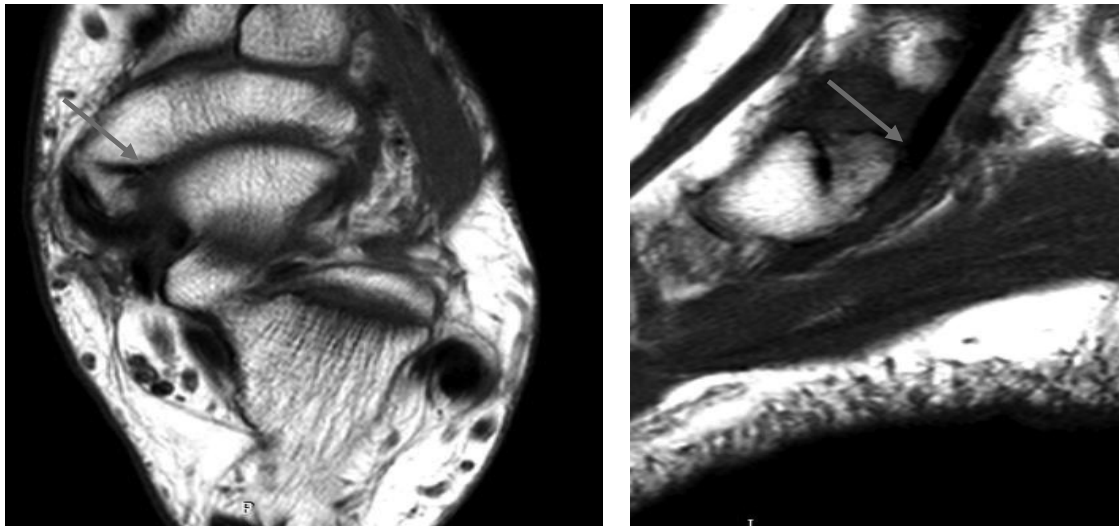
На МР-томограмі в аксіальній проекції у режимі T1 FSE візуалізуються: по зовнішній поверхні човноподібної кістки додаткова кістка – *os naviculare*, кістково-хрящовий тип з'єднання з човноподібною кісткою. З анамнезу: Ж., 60 років, хронічний біль по зовнішній поверхні надп'ятково-гомількового суглоба, переважно при ходьбі
